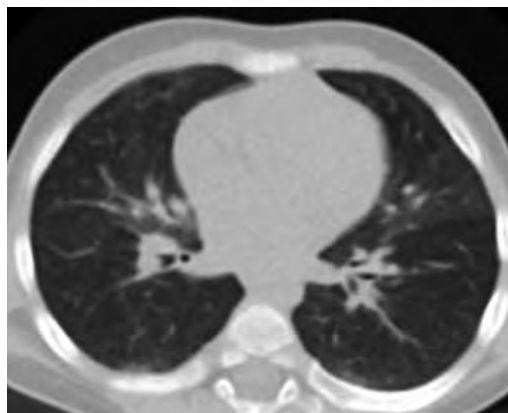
Компьютерная томография органов грудной клетки пациента К. Описание в тексте
